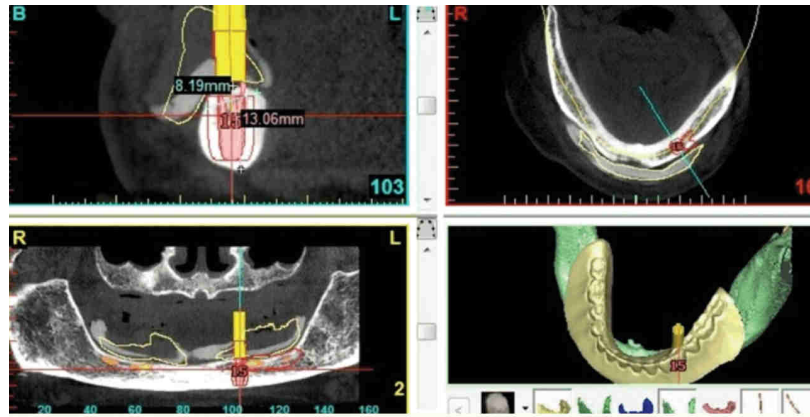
Planification du traitement et sélection des implants à l'aide d'un programme informatique (Simplant ®) et de tomодensitométrie à faisceau conique (CBCT). (71) (72)
